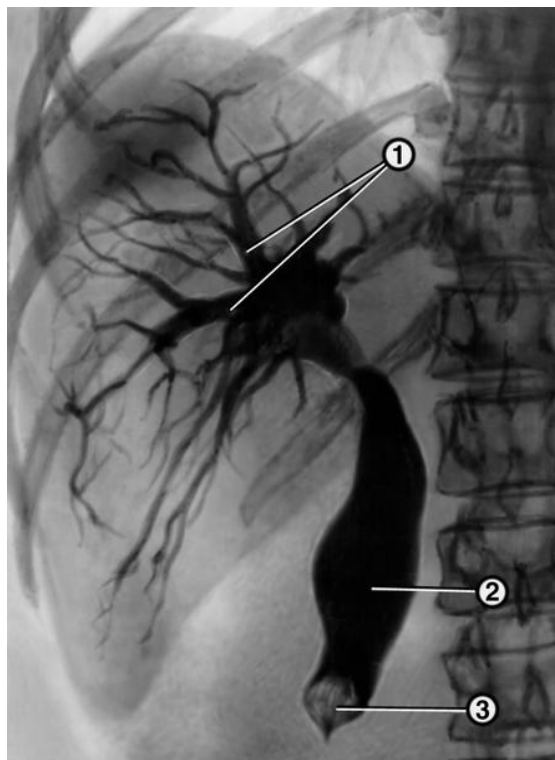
Рентгенограмма, полученная при чрескожной чреспеченочной холангиографии у больного желчнокаменной болезнью: желчные протоки (1) и общий желчный проток (2) расширены, в дистальной части общего желчного протока имеется обтурирующий его камень (3).
